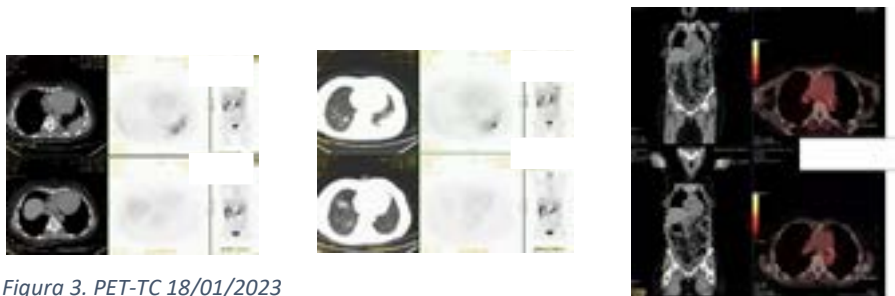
PET-TC 18/01/2023
